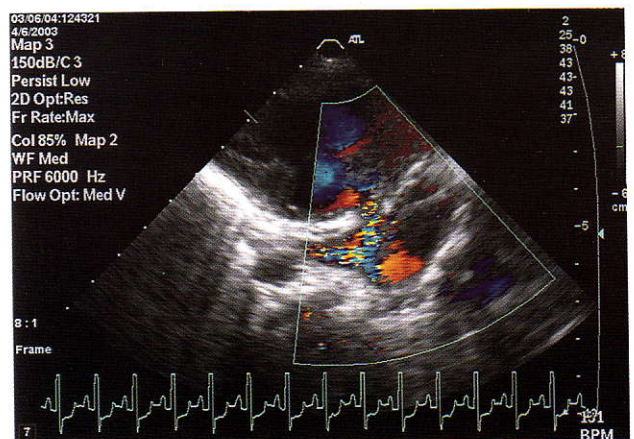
Color echocardiogram showing aliasing in severe pulmonic stenosis
